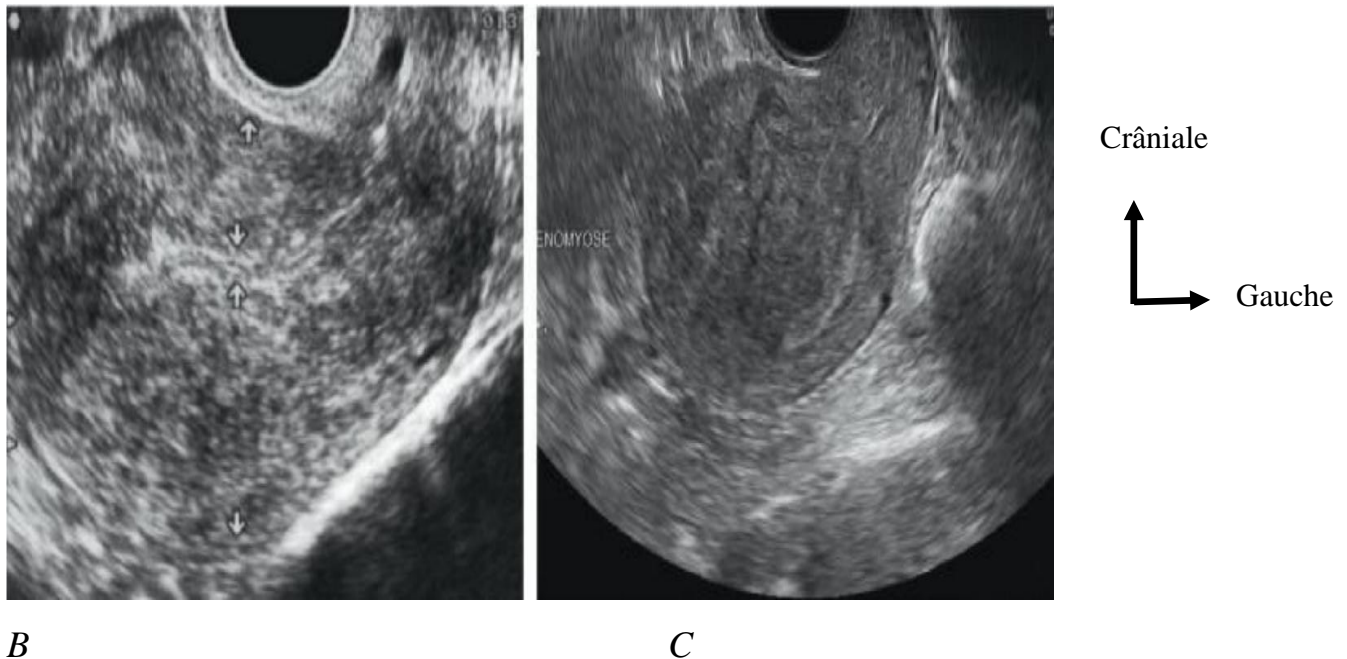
Épaississement du mur postérieur. B et C. Échographie : épaississement du mur postérieur de l'utérus (→) qui est le double de la paroi antérieure en échographie par voie sus pubienne (B) et vaginale (C) [28].
